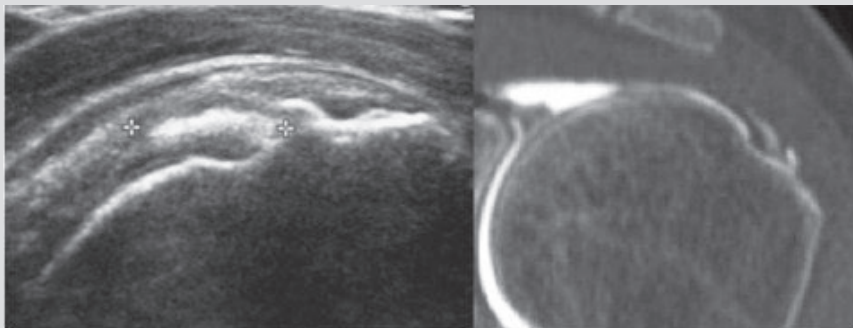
Grâce à un balisage échographique (à gauche) préalable à l'arthroscanner (à droite), des calcifications intra-tendineuses ne sont pas confondues avec un passage intratendineux du produit de contraste.
